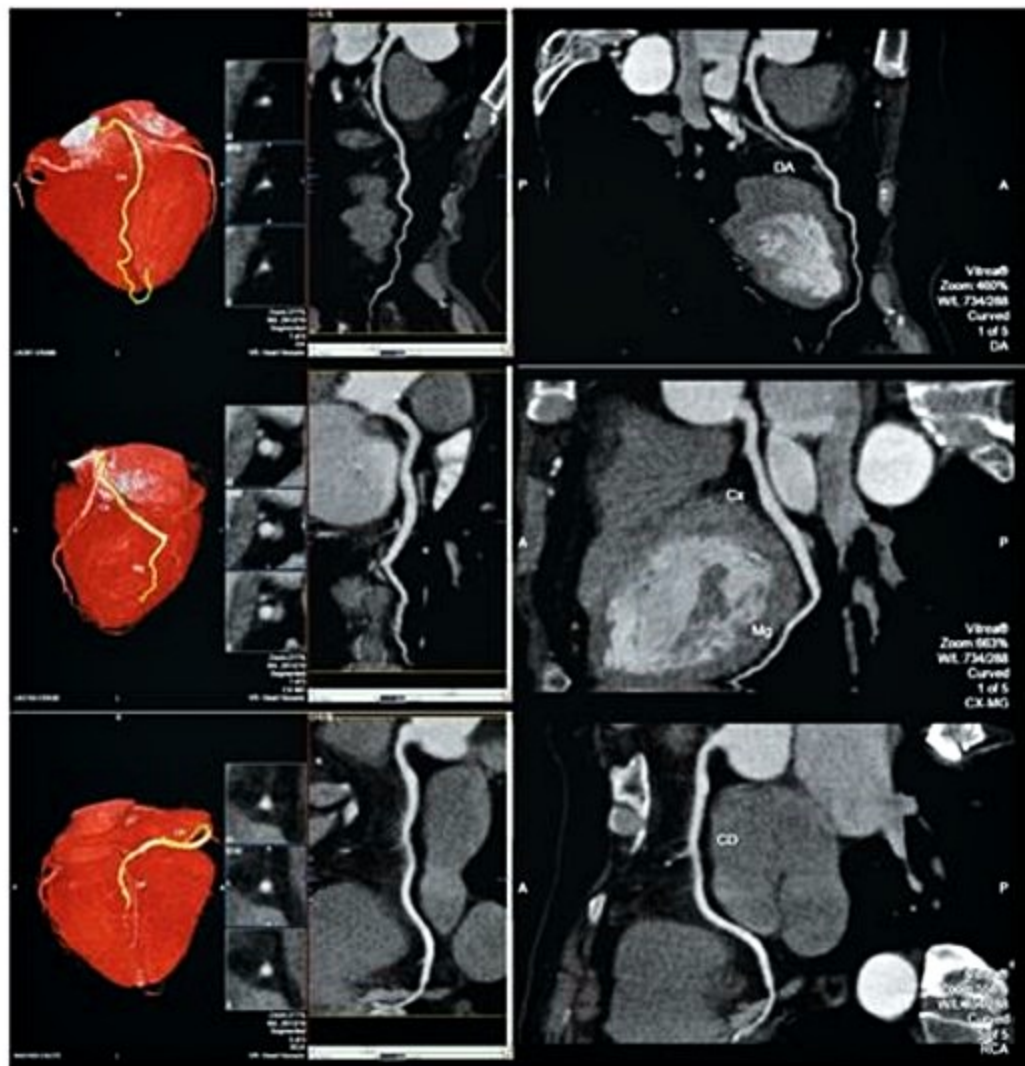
Angiotomografia de coronárias mostrando a anatomia tridimensional e a reformatação curva de cada artéria. CD: artéria coronária direita; Cx: artéria circunflexa; DP: ramo descendente posterior; DA: artéria descendente anterior; Mg: ramo marginal.
